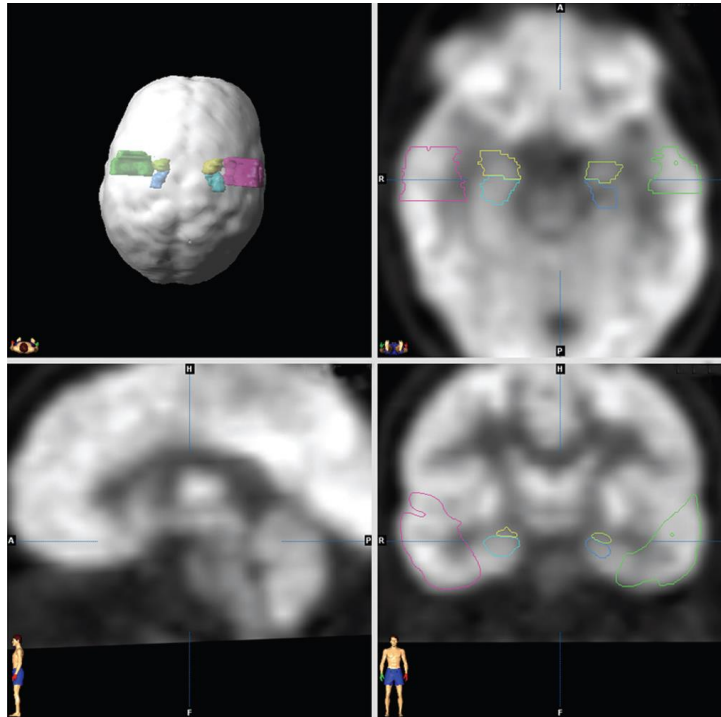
Imagen obtenida por PET-FDG la que se correlacionara con las imágenes obtenidas por la RMI, esta aplicación asigna valores numéricos dependiendo de la escala de grises en un rango de 0 (negro) a 255(blanco), la actividad metabólica es calculada para cada región de interés (adaptada de <sup>71</sup>)
